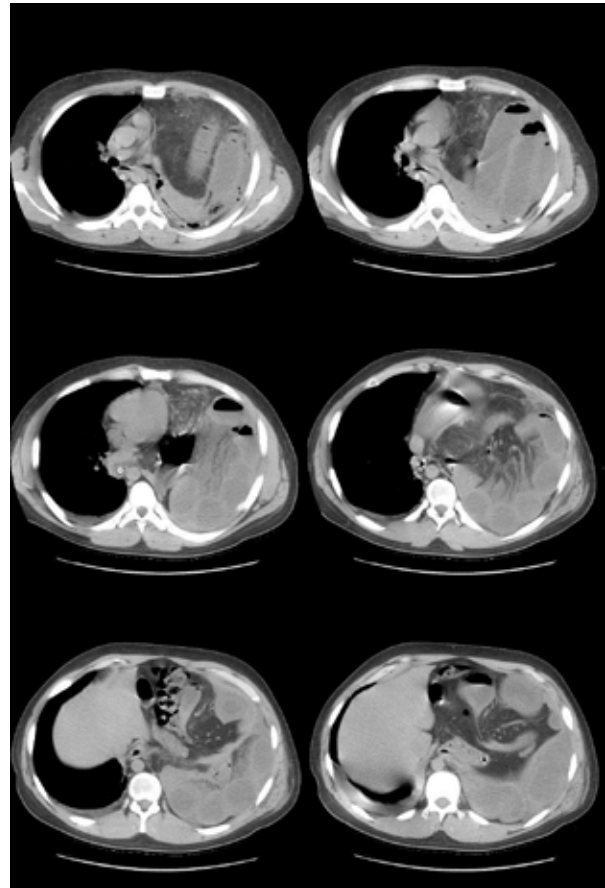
Компьютерная томография органов грудной клетки пациента при поступлении в КОКБ (02.01.2013 г.).
